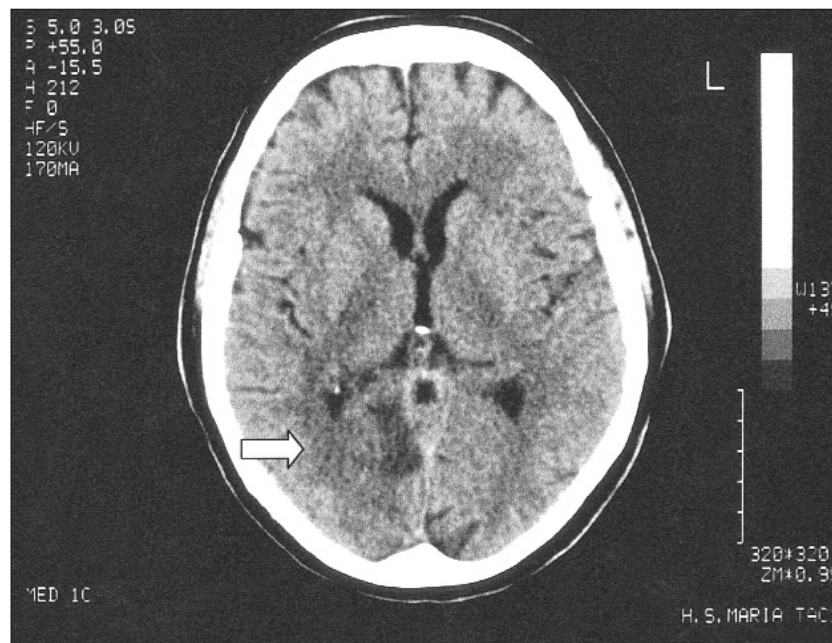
Tomografia computadorizada crânio-encefálica: Lesões hipodensas cortico-subcorticais de localização occipital e talamo-capsular direitas, homogêneas, sem efeito de massa - lesões isquémicas antigas do território da artéria cerebral posterior homolateral.
